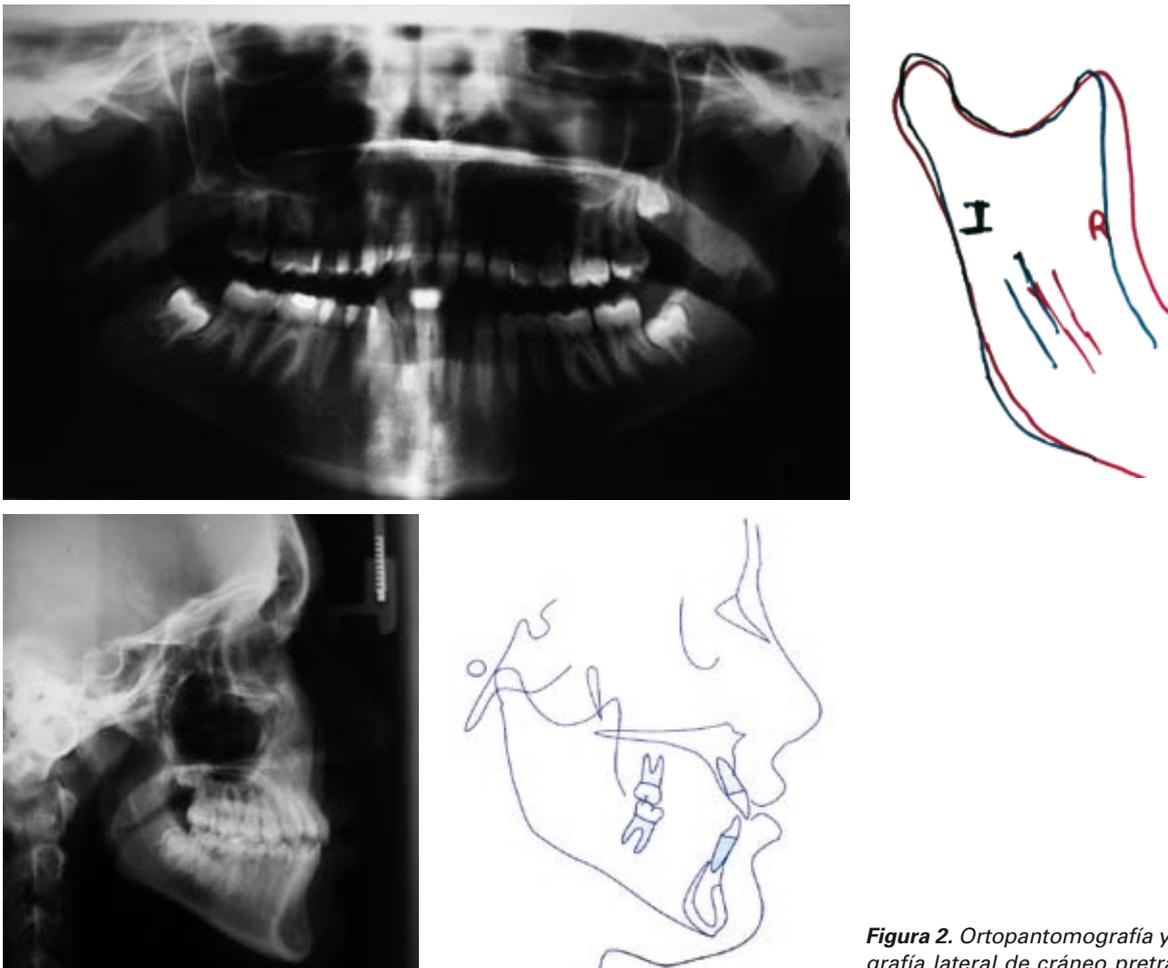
Ortopantomografía y telerradiografía lateral de cráneo pretratamiento.
